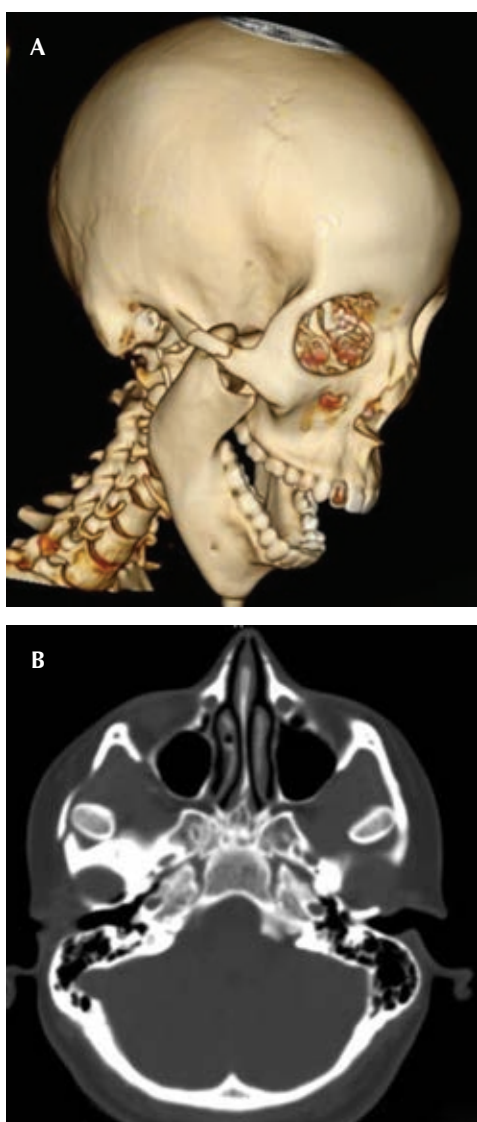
A) A 3D image obtained from CT scan shows mandibular right condyle luxation and fracture of zygomatic arch. B) CT scan image shows mandibular condyles in temporal fossa.
